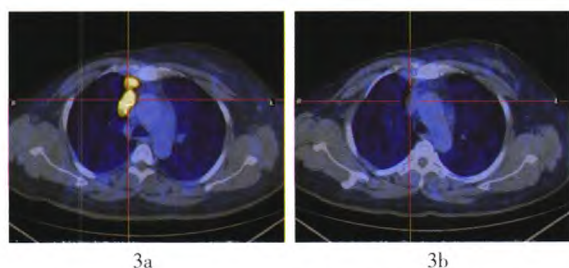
患者53岁,右乳外下象限浸润性导管癌术后,前上纵隔淋巴结转移, ER [90%(+++)]。图中,3a:内分泌治疗前<sup>18</sup>F-FES PET/CT显像,病灶(十字交叉处)大小约1.7 cm×2.6 cm, SUV<sub>max</sub>为11.5;3b:内分泌治疗后<sup>18</sup>F-FES PET/CT显像,治疗1个月后病灶明显变小,大小约1.0 cm×1.8 cm,放射性摄取降低, SUV<sub>max</sub>为1.9;其中,ER:雌激素受体,<sup>18</sup>F-FES: 16 $\alpha$ -[<sup>18</sup>F]氟-17 $\beta$ -雌二醇, SUV<sub>max</sub>:最大标准化摄取值。
